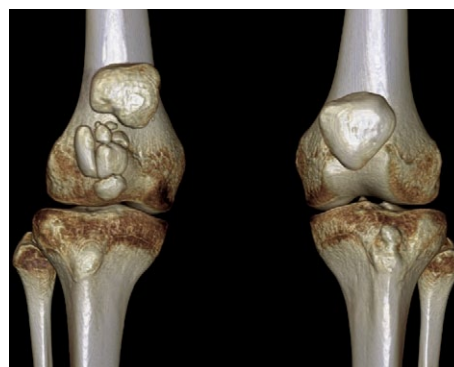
Компьютерная томограмма коленных суставов с 3D-реконструкцией пациента 4: правосторонняя фрагментарная оссификация связки надколенника
